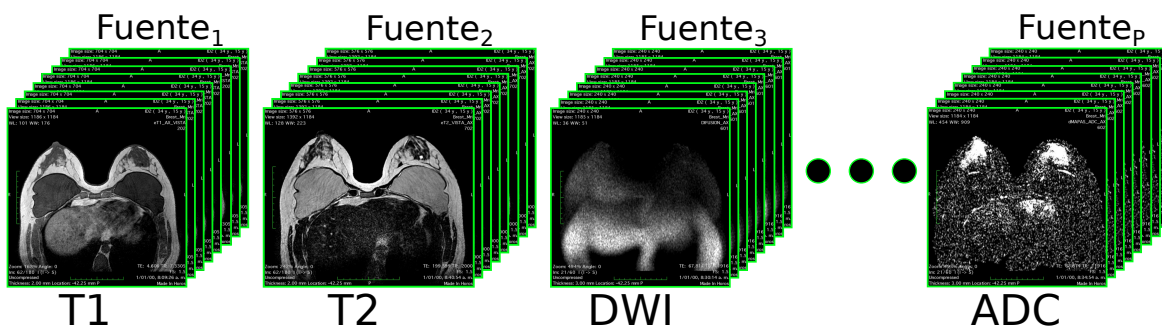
Ejemplos de secuencias de MRI para el diagnóstico de cáncer de mama
